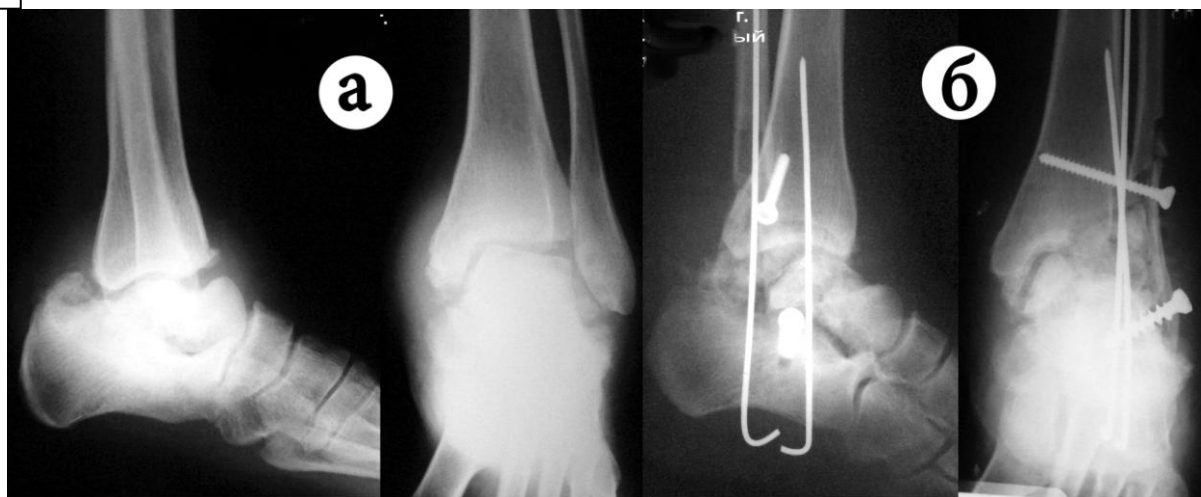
Рентгенограммы больной М., 24 г. (и.б. № 22937):
